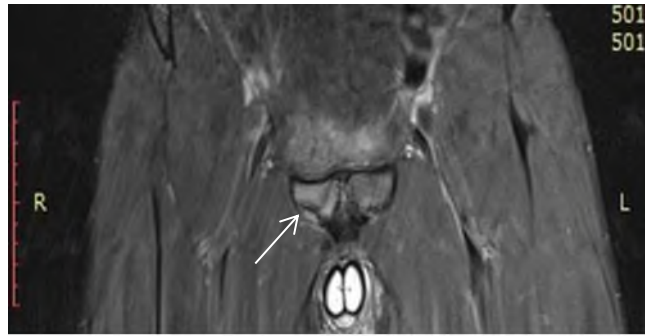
МРТ корональна томограма пахвинної ділянки. набряк правої лонної кістки та м'язових волокон привідних м'язів правого стегна на рівні його ентезису.
